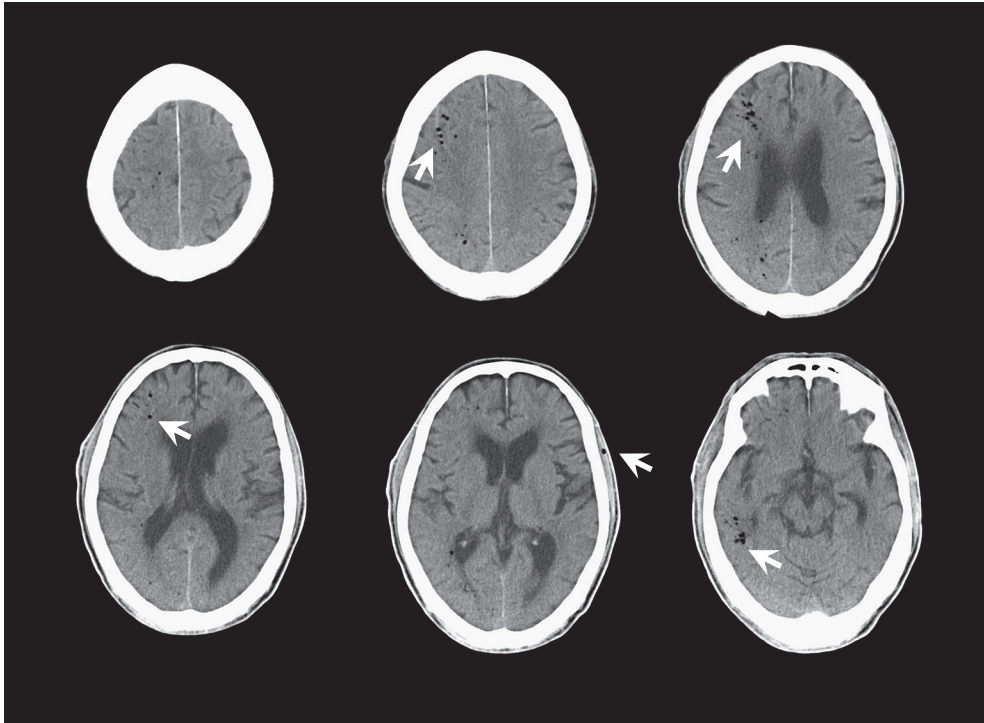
Brain computed tomography (CT) after 30 minutes from onset.
